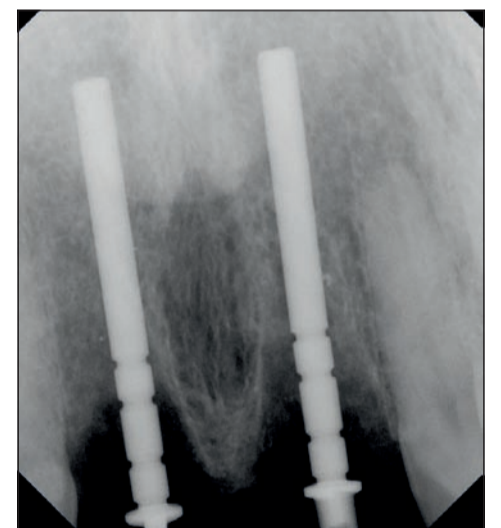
Orientamento dell'osteotomia iniziale confermato dalla radiografia.
